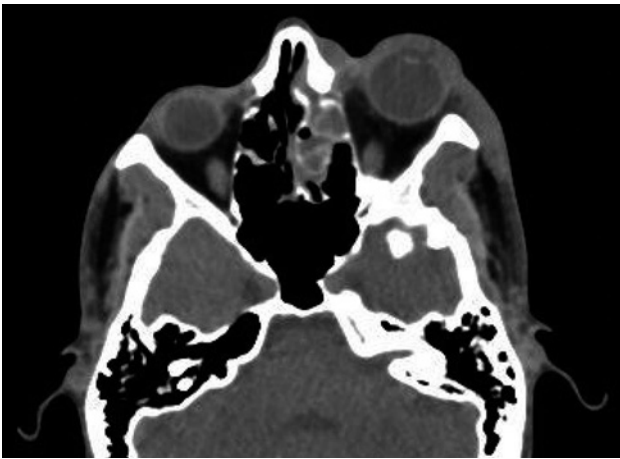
Corte axial de una tomografía computarizada de la órbita con ocupación de celdillas etmoidales anteriores y marcada proptosis.
